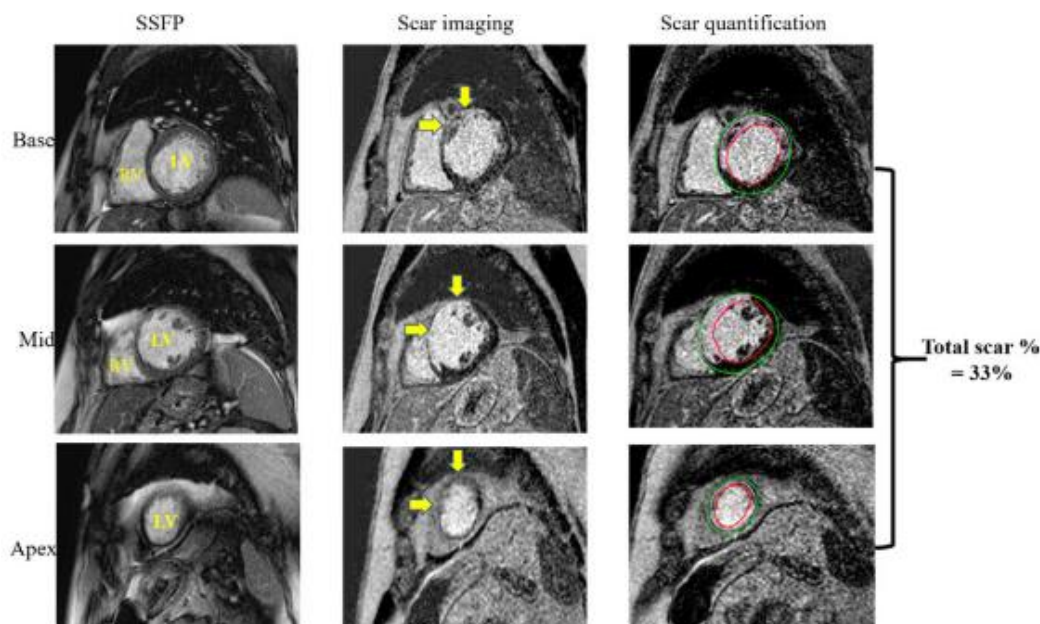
Myocardial scar quantification by cardiac magnetic resonance [17]
